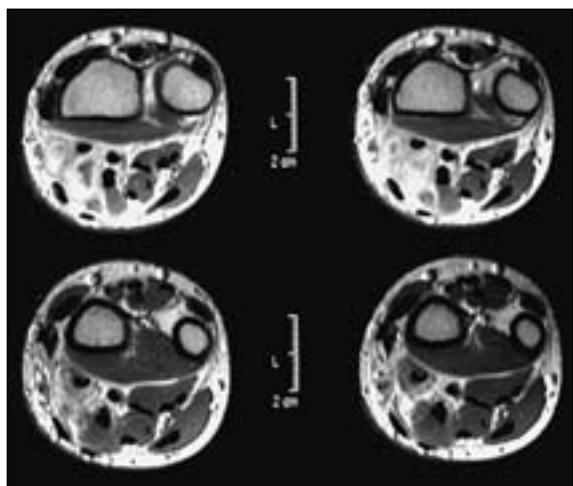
Imagen de resonancia en cortes transversales donde se aprecia tumoración en el seno de los flexores de muñeca y mano, profunda con respecto a los tendones de los músculos *flexor carpi radialis* y *palmaris longus*.
